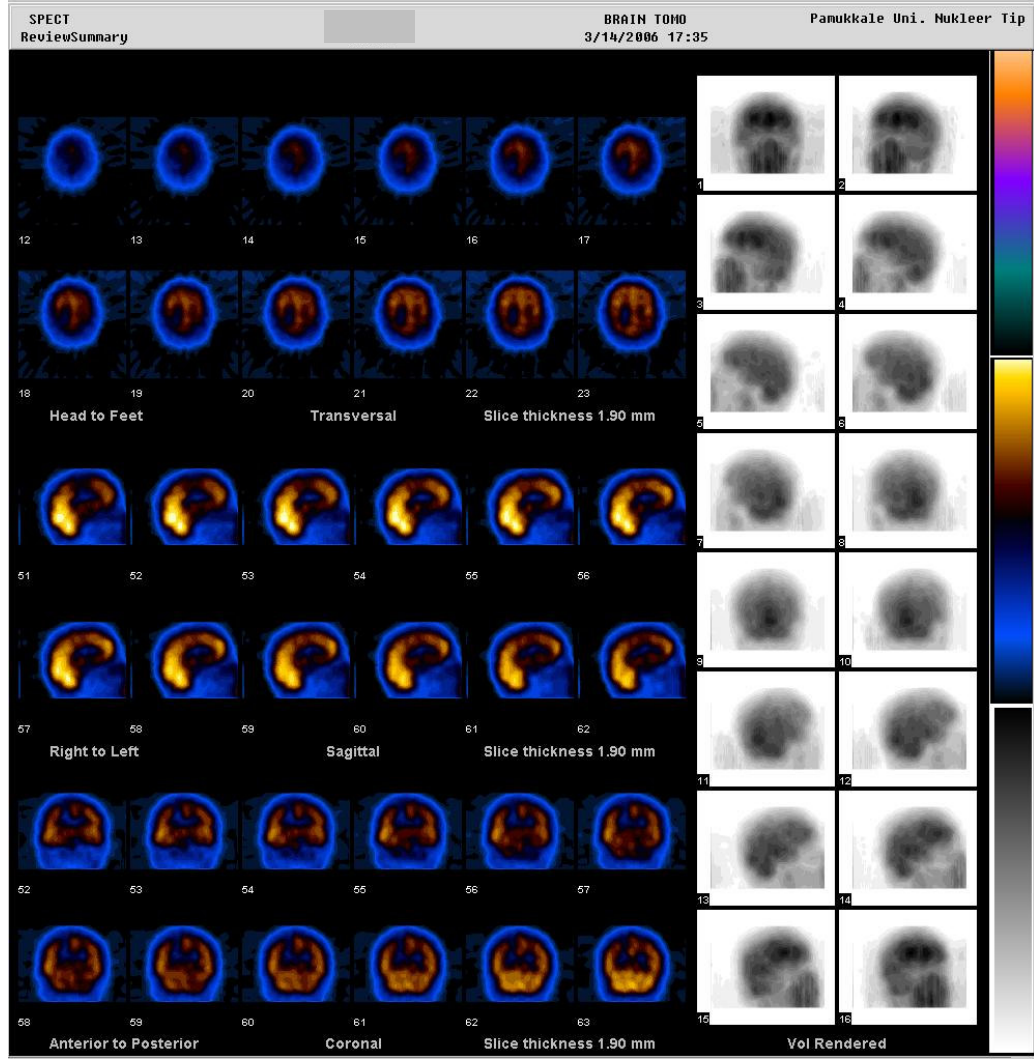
Kranial MR’da sağ frontal lob posteriorda verteks düzeyinde çevresinde ödem etkisi izlenen 1x1,5 cm boyutunda kitle saptanan hastanın OSEM 2 : 10 ile işlenmiş <sup>99m</sup>Tc ECD beyin perfüzyon SPECT görüntülerinde sağ pariyetal lob süperiorda ve sağ frontal lobda hipoperfüze alanlar izlenmektedir.
